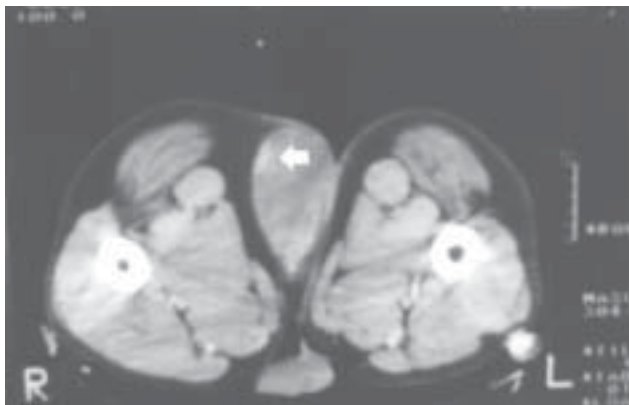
CT de pelve - Tumor de limites bem definidos com áreas de calcificação (seta).
